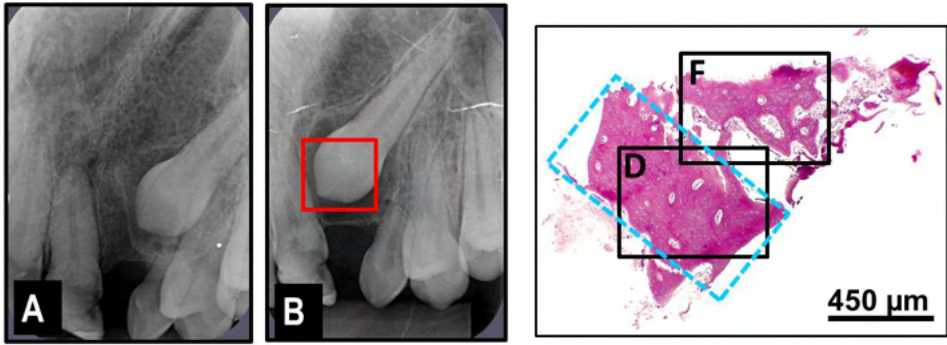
Paciente do gênero feminino, com fissura de lábio com comprometimento do rebordo alveolar lado esquerdo que recebeu EOA com rhBMP-2 aos 11,7 anos de idade: A-B Radiografias periapicais obtidas no dia do EOA (A) e 9 meses após o enxerto (B) mostrando a retenção do canino permanente e a área de remoção da biópsia (área contornada em vermelho). Imagens histológicas do tecido ósseo corado pela HE: C) Aspecto panorâmico do fragmento da biópsia (@ 1x1,5 mm²) formado por uma região de tábuas ósseas mais espessas e contínuas (área tracejada em azul) e o restante por tecido ósseo trabeculado contendo grandes espaços entre as trabéculas. Objetiva de 4X. D-E) Detalhe da tábua óssea composto por áreas de densa formação óssea (seta preta) circunscrivendo canais nutritivos (cabeça de seta amarela) e os espaços entre as formações lamelares preenchidos por tecido ósseo mais imaturo (TOI) contendo várias lacunas de osteócitos (área circundada em azul) em arranjo desorganizado aprisionados na matriz óssea. Objetivas de 10X e 40X. F-G) Região do fragmento composto por uma mistura de tecido ósseo trabeculado contendo inúmeros osteócitos (área circundada em azul) dispersos na matriz óssea. Objetivas de 10X e 40X.
